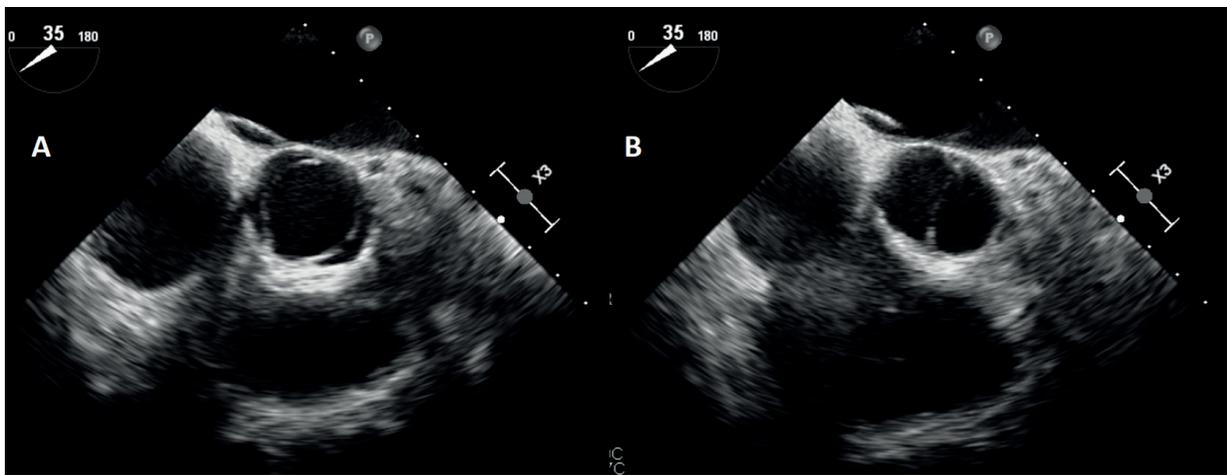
Ecocardiograma transesofágico ventana medio esofágica eje corto basal que evidencia válvula aórtica tipo 0 en sístole (A) y en diástole (B)
